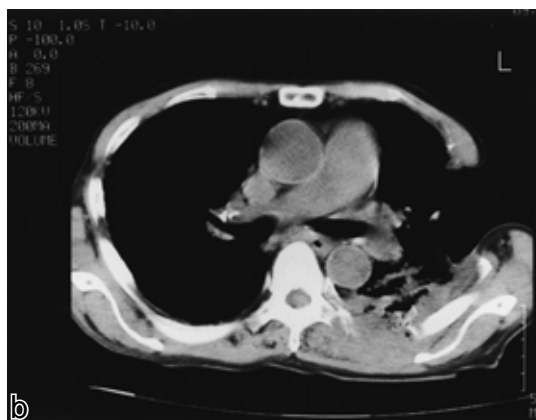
(a) Chest X-ray film after cavernostomy, showing no fungus ball within the cavity in the left upper lobe. (December 19, 1997) (b) Chest CT scan showing thickened cavity wall with rib destruction. (February 27, 1998)
